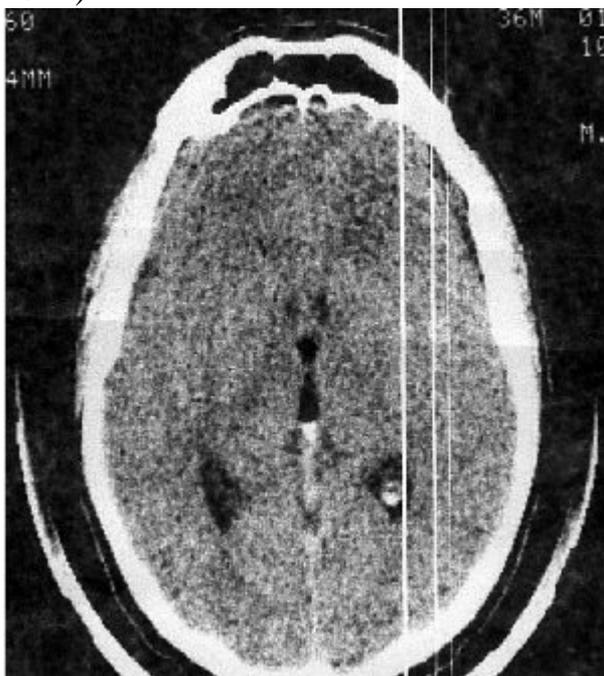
КТ больного Ш., 36 лет, № и/б 17575 после первичного разрыва аневризмы
